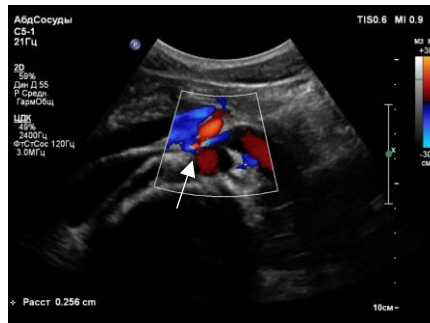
Эхограмма трансабдоминального УЗИ. В-режим+ЦДК. Измерение диаметра левой почечной вены между аортой и верхней брыжеечной артерией (стрелка)
